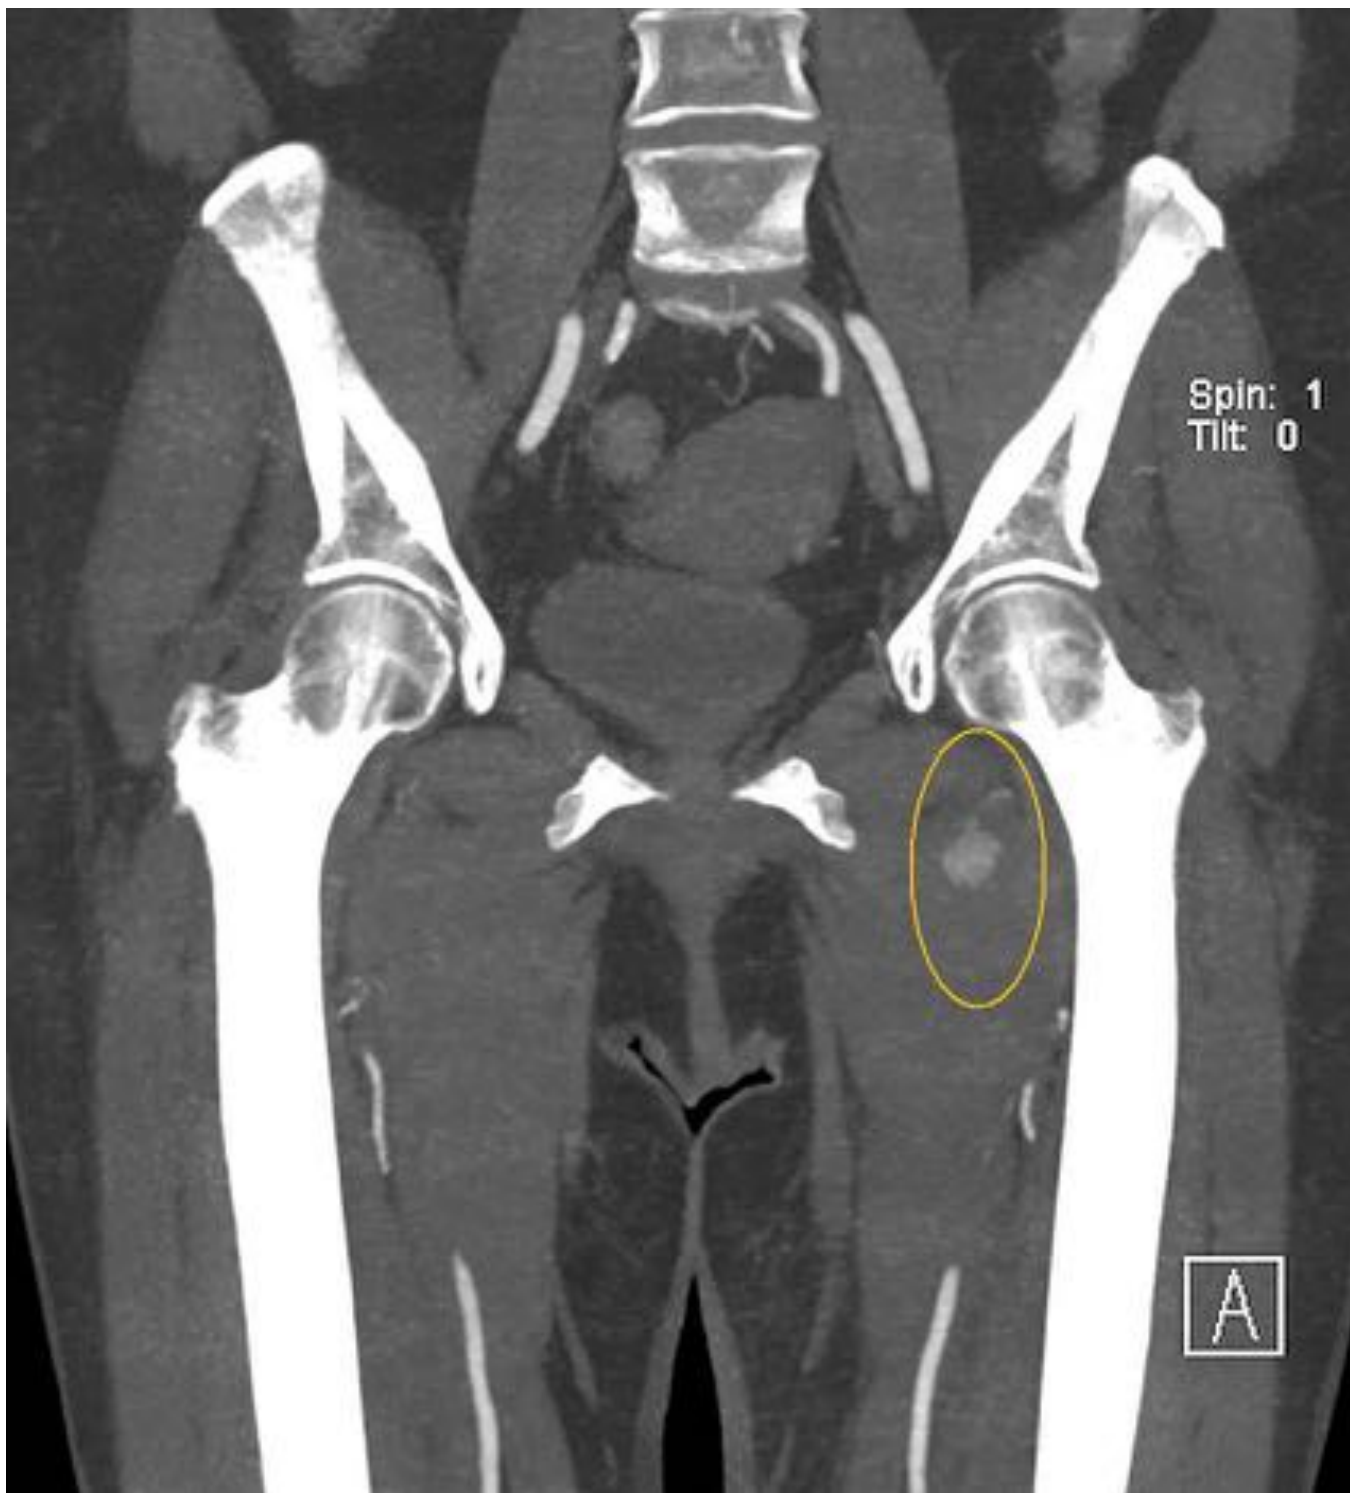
TC con contraste en fase arterial. Se observa un pseudoaneurisma de la arteria femoral superficial.
